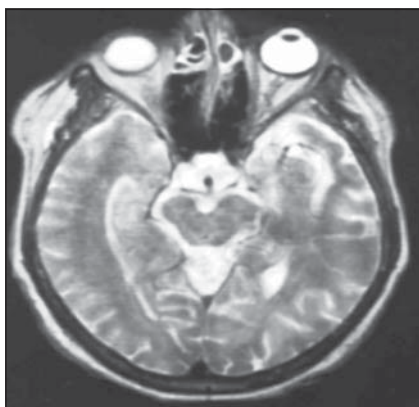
Хвора С., 64 років. Лакунарний інфаркт. МРТ — аксіальна площина, Т-2 зображення
